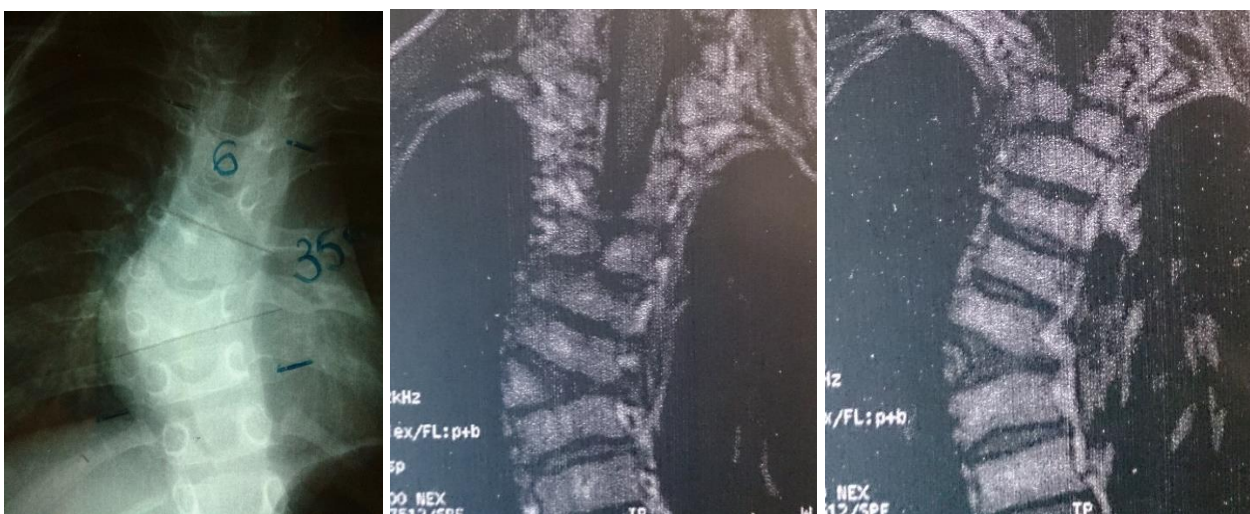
exemple d'hémivertèbre paraissant semi-segmentée (pas d'espace discal visible avec la vertèbre sous-jacente) en radiographie, qui est en réalité totalement segmentée en IRM (disque visible de part et d'autre de l'hémivertèbre) (collection Dr Morin, tirée de notre série).
